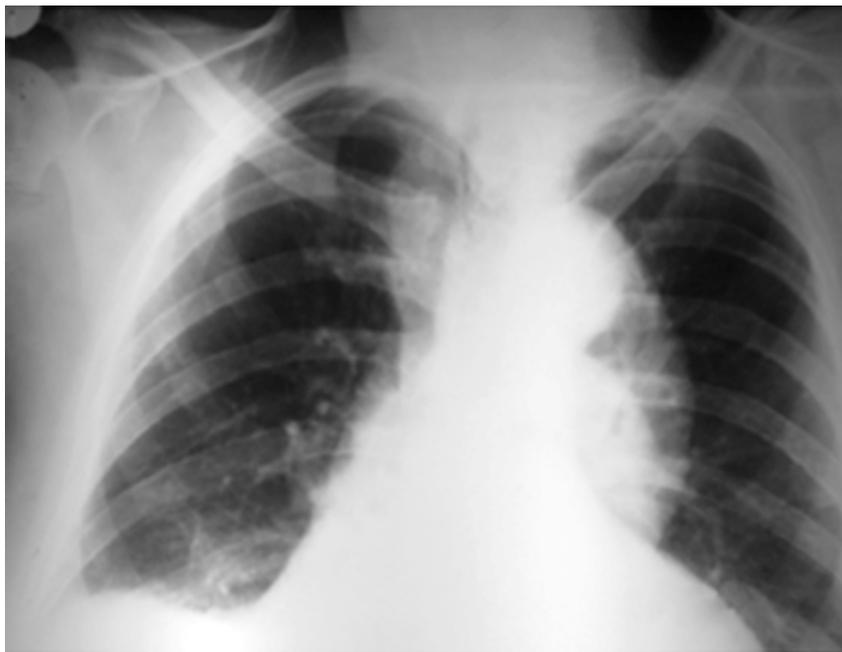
Radiografía de tórax. Se observa giba diafragmática derecha, dilatación de la aorta de aspecto aneurismático con ateromatosis del cayado, cardiomegalia con predominio de ventrículo izquierdo. Ensanchamiento mediastinal derecho de aspecto vascular.
